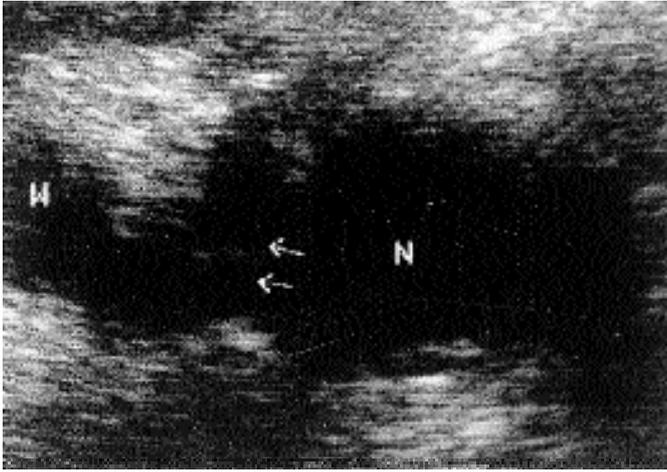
Ecografia intraoperatoria neoplasia della testa e dell'istmo pancreatico con trombosi completa della VMS (Stadio V) (echi interni).
